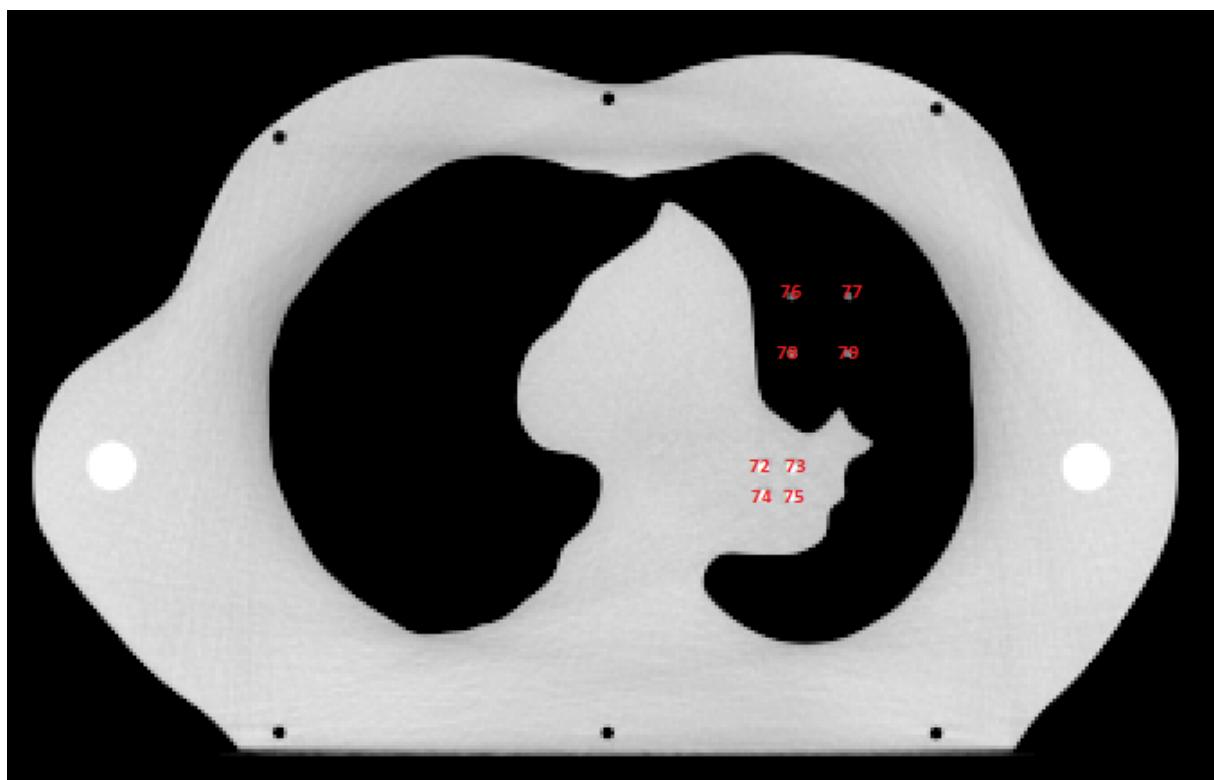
Dosimeterposisjoner CT-snitt 8 i lungefantomet.
